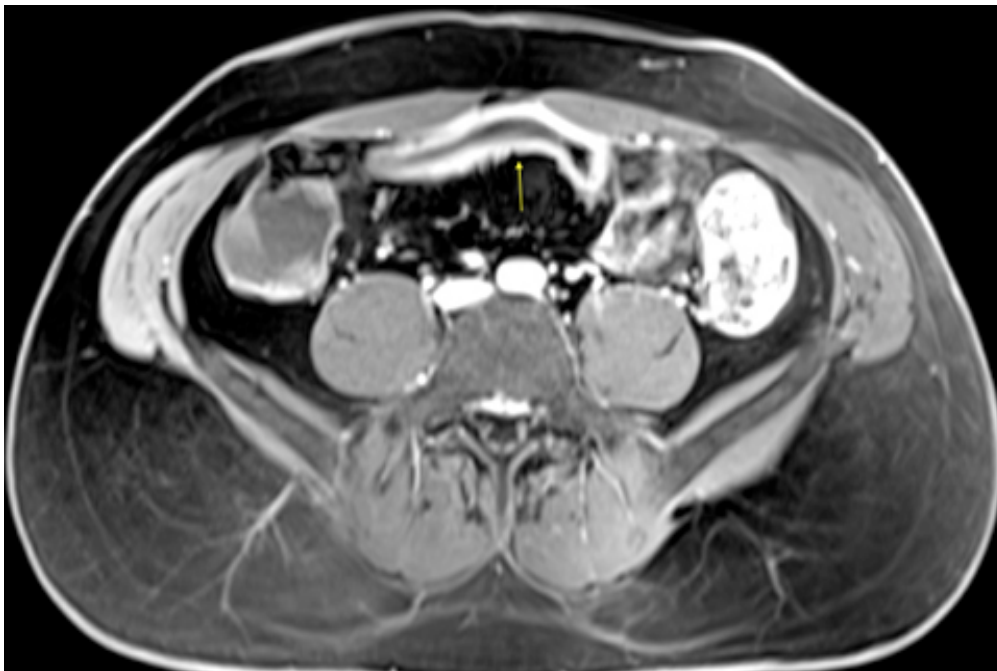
Adquisición axial de RM, secuencia ponderada en T1 con saturación grasa, con contraste paramagnético. Engrosamiento parietal difuso del íleon distal, con hiperemia y aumento de captación del medio de contraste.
